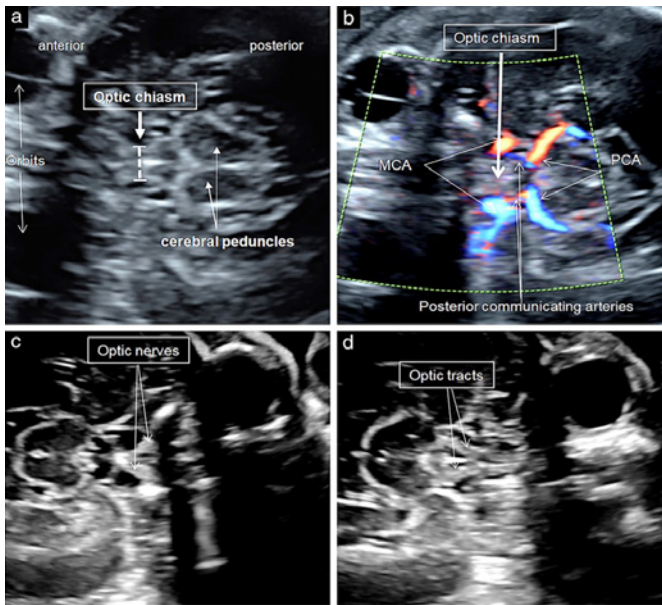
(a) Imagen ecográfica transabdominal de la cabeza fetal con 26 semanas de gestación, demostrando una imagen adecuada para evaluar y medir el quiasma óptico. Al menos la órbita anterior debe ser visible anteriormente y los pedúnculos cerebrales posteriormente; lateralmente, el líquido cefalorraquídeo se observa como un espacio anecoico alrededor del quiasma óptico ecogénico en forma de X. Los calibradores están colocados en el centro de la estructura en forma de X, rodeada por líquido cefalorraquídeo anecoico. (b) Imagen ecográfica transabdominal de la cabeza fetal con 29 semanas de gestación a nivel del quiasma óptico. Se activa el Doppler colorido para demostrar que el centro del quiasma óptico corresponde al origen de la arteria cerebral media (ACM), que surge de las carótidas internas, y la relación del quiasma óptico con las arterias cerebrales posteriores (ACP) y comunicantes posteriores que forman el círculo de Willis. (c, d) Imágenes ecográficas transabdominales del cerebro del feto con 28 semanas de gestación, demostrando nervios ópticos normales (c) y tractos ópticos normales (d).¹⁶
